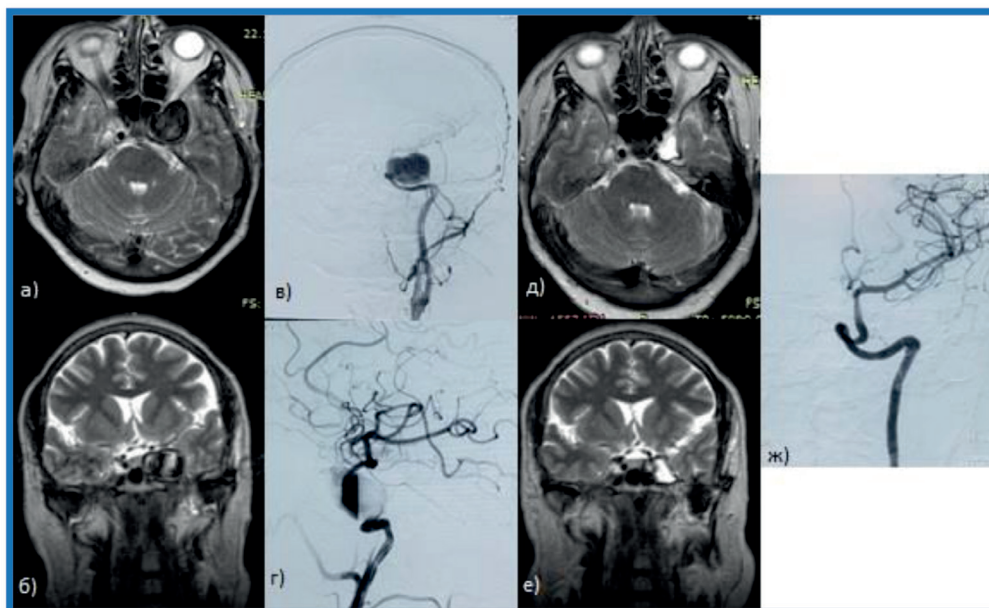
а, б) МРТ до ППС. в, г) СЦА после ППС (степень С по ОКМ) д, е) МРТ через 12 месяцев (на месте аневризмы заместительная киста). ж) СЦА после 12 месяцев (аневризма не контрастирует)
